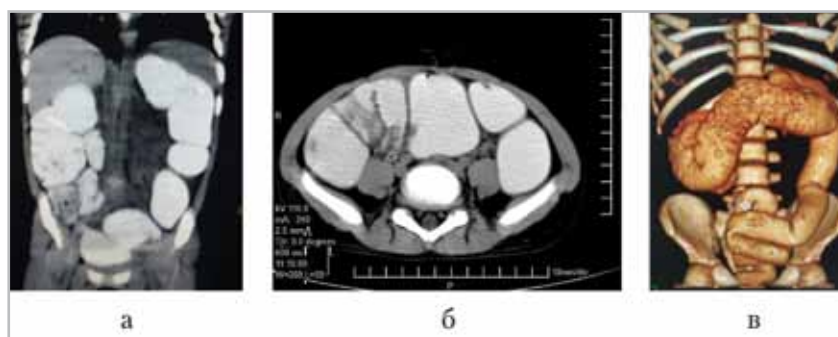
МСКТ-ККГ. Долихосигма в виде двустволки. Добавочные 2 петли (*а* — коронарный срез; *б* — аксиальный срез; *в* — 3D-реконструкция). Сигмовидная кишка удлинена, имеет 2 добавочные петли. Невыраженность гаустрации
